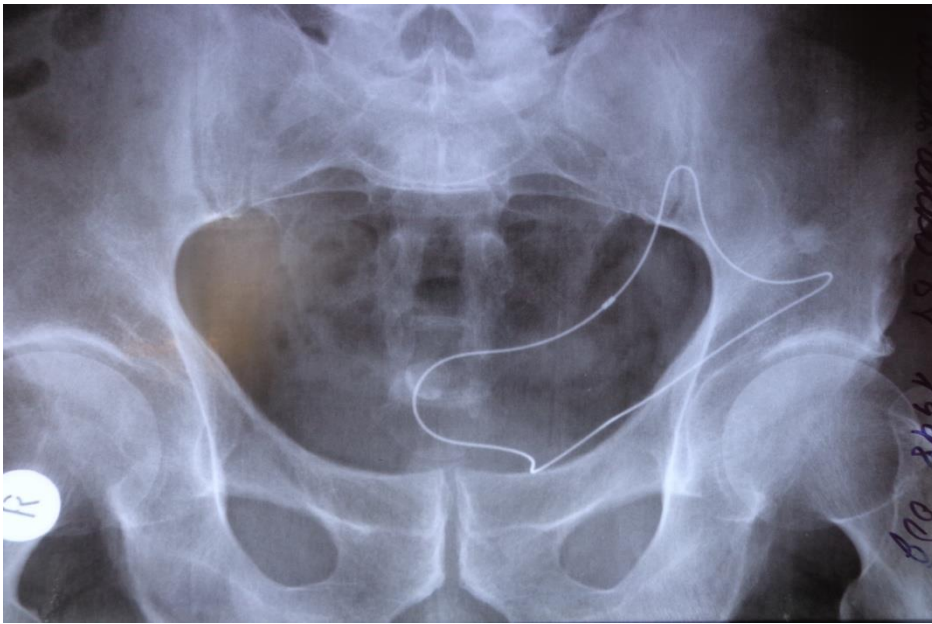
Оглядова рентгенограма пацієнта Б. після герніопластики протезом Rebound HRD-SLD-S з приводу лівобічної пахової грижі.
